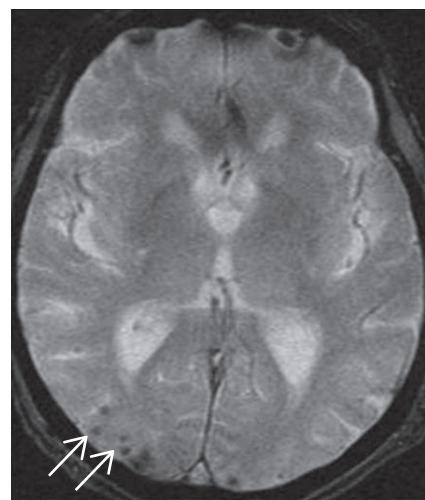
A Microbleeds, ou microsaignements, apparaissant comme des anomalies de signal de petite taille (2 à 10 mm) en IRM séquences T2*.
